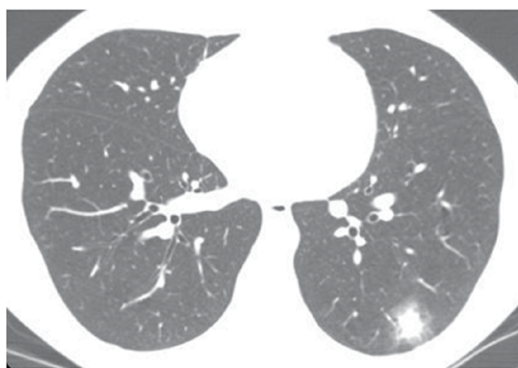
TC com janela para o pulmão, ao nível dos lobos inferiores, evidenciando nódulo com densidade de partes moles no lobo inferior esquerdo, circundado por um halo de opacidade em vidro fosco (sinal do halo).
